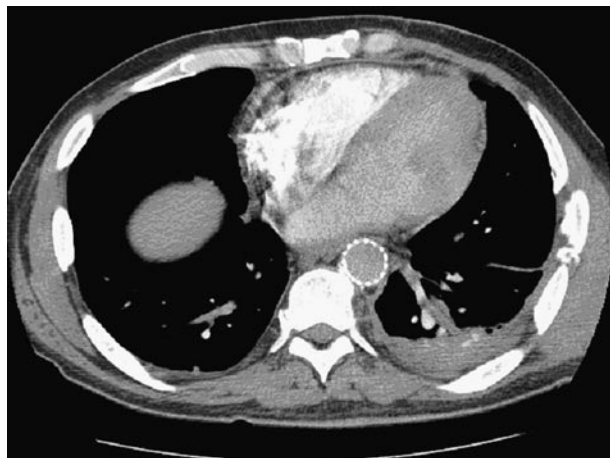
Angiograma por TC a los 3 meses de la intervención.
